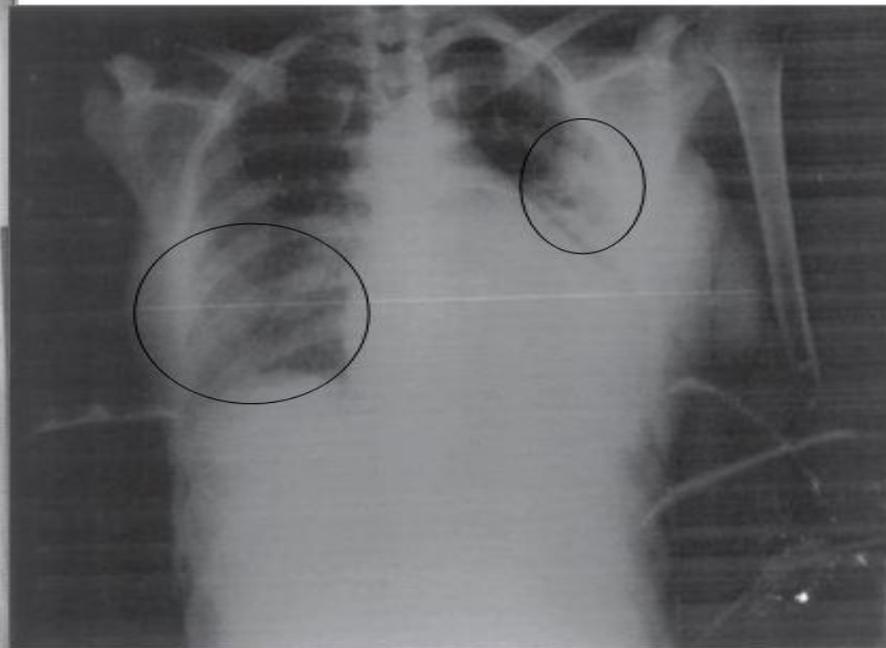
Thoracic radiograph showing diffuse alveolar condensations and increase of cardiac area.
